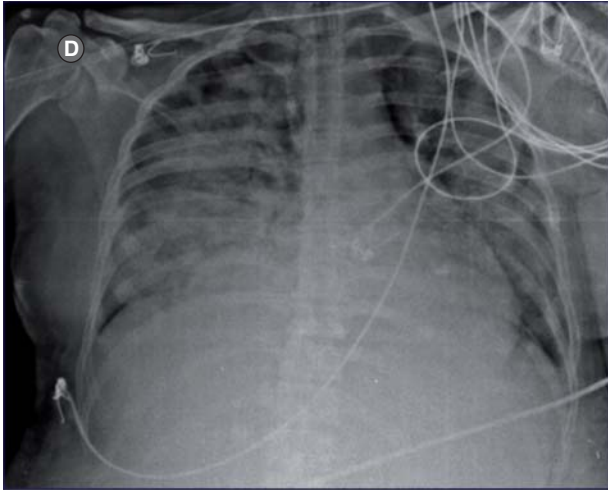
Radiografía tomada luego de la administración de inmunoglobulina y plaquetas.
